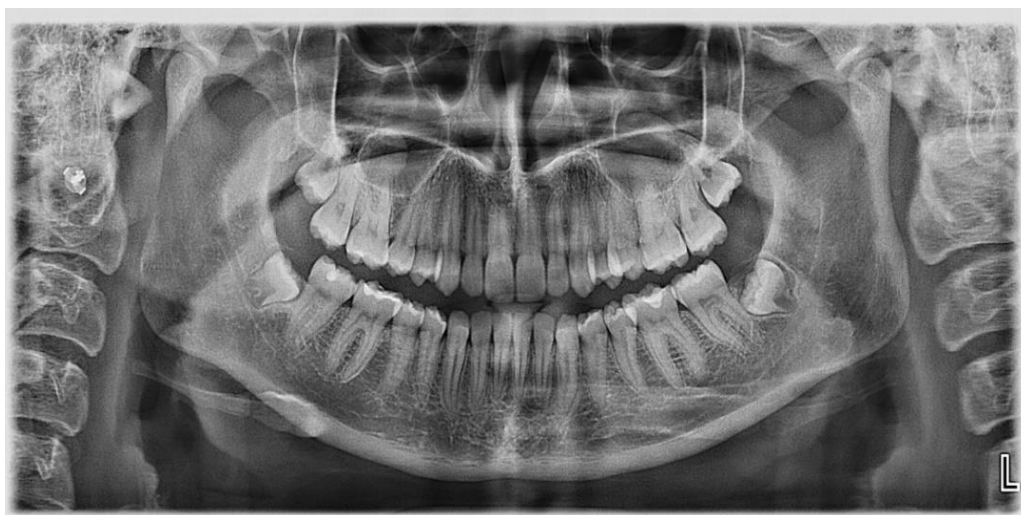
Ортопантомограма хворої О., 25 років. Деструкція кортикальної пластинки на верхівках міжальвеолярних перетинок, остеопороз губчастої речовини на верхівках міжальвеолярних перетинок, незначне розширення періодонтальних щілин у ділянці верхівок міжальвеолярних перетинок
